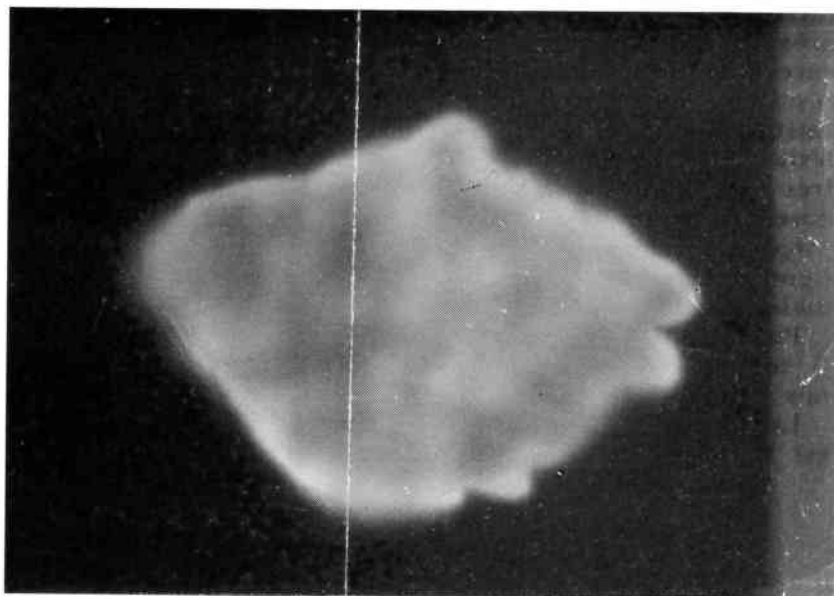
Autoradiographie de l'applicateur confectionné avec l'ancienne méthode. Inhomogénéité.
